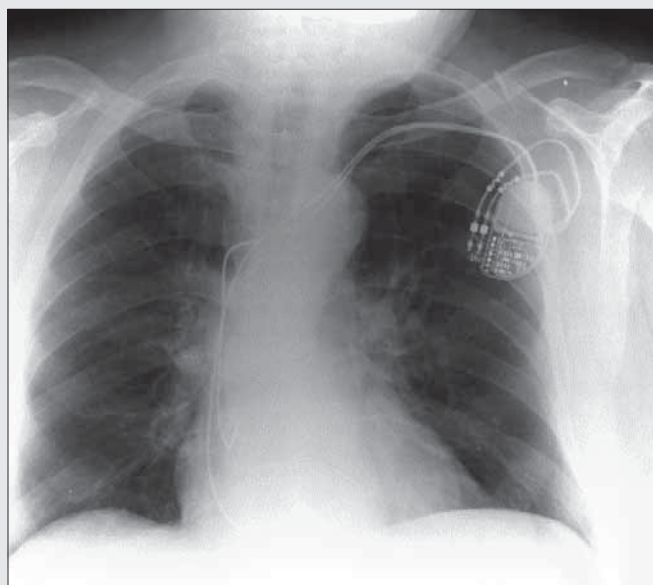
MR kompatibilní kardiostimulátor EnRhythm MRI SureScan s MR kompatibilními elektrodami CapSureFix MRI
